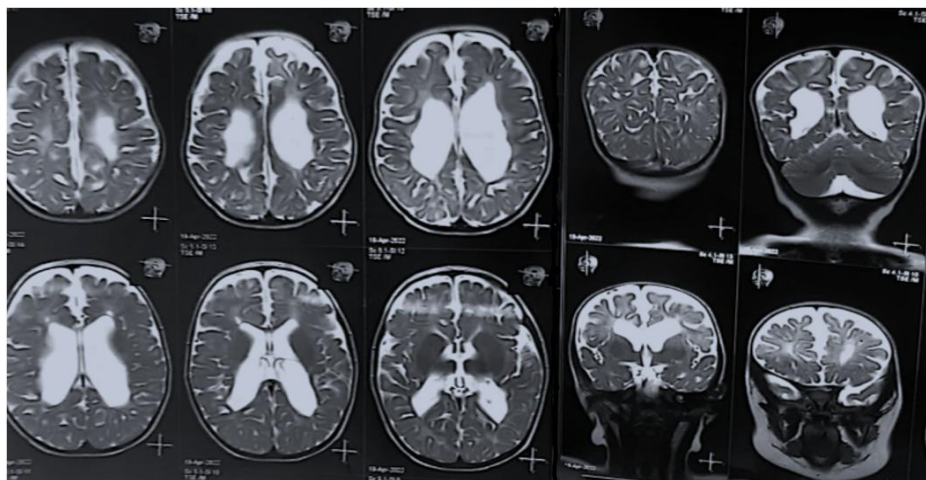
IRM cerebrală la copil de 2 ani: atrofie cerebeloasă congenitală.
